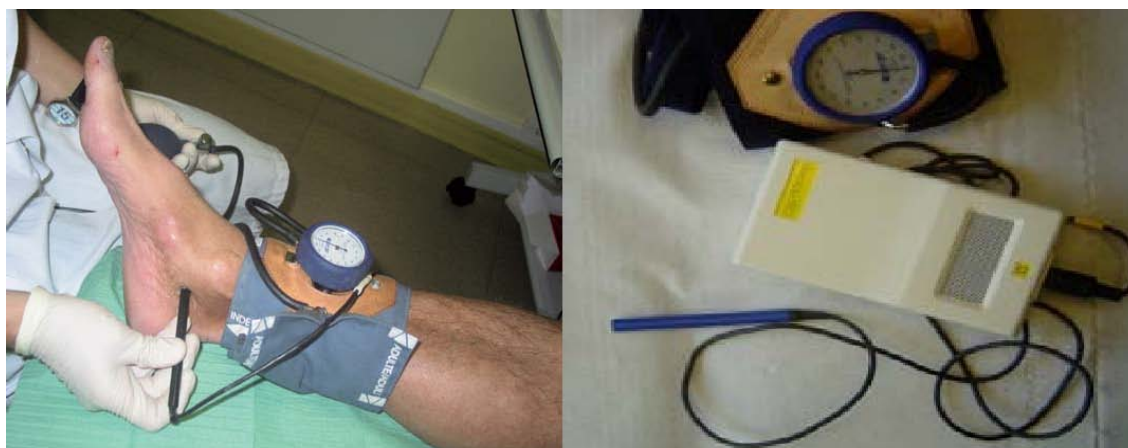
Prise de la pression distale à la cheville avec un doppler continu.
